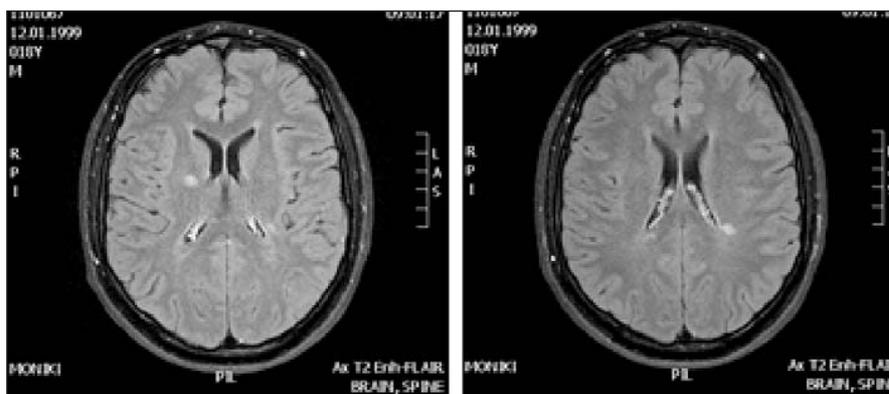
Пациент X., 17 лет. МРТ головного мозга. Появление новых очагов в белом веществе гемисфер головного мозга. В субкортикальном белом веществе правой теменной доли, а также перивентрикулярно заднему рожу левого бокового желудочка и в подкорковых ядрах справа определяются три очага, гиперинтенсивных на T2-FLAIR, размером до 6,6 мм, вытянутой и округлой формы, оси очагов ориентированы перпендикулярно мозолистому телу
